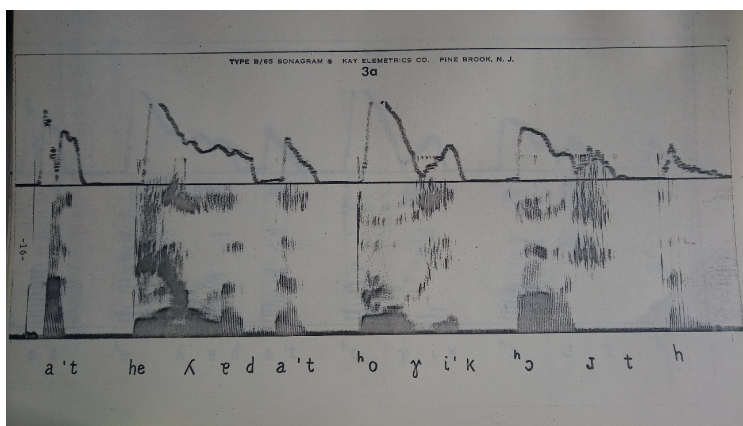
Sonograma de “A telha da torre cort(a)”.
